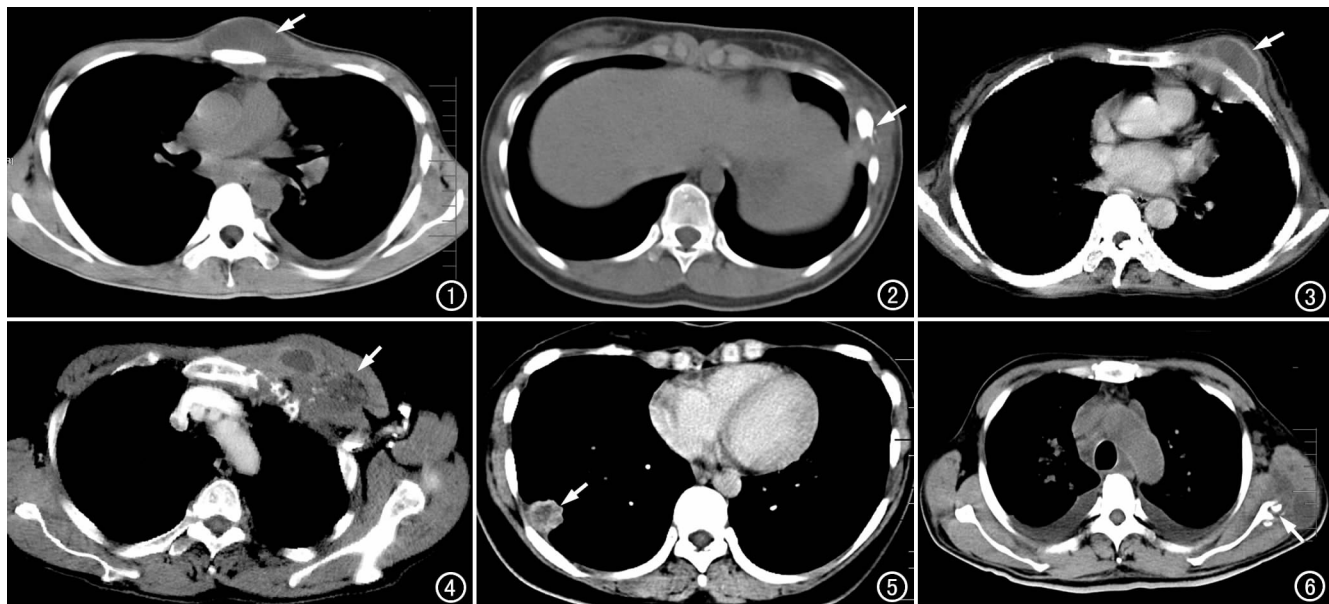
前胸壁 TB,CT 示胸骨前缘丘状囊性病变(箭),左侧胸膜增厚,少量胸腔积液。图 2 左侧胸壁 TB,CT 示左侧第 7 肋骨骨质破坏(箭),邻近软组织增厚并可见点状钙化。图 3 左前胸壁 TB,CT 示病变肋骨前端周围囊性病变呈环状强化(箭),乳腺受累。图 4 左前胸壁 TB,CT 示左前胸壁增厚(箭),增强后呈不均匀强化,左侧第 4 肋骨及肋软骨骨质破坏,胸壁全层受累。图 5 右侧胸壁 TB,CT 增强扫描示右侧胸腔内肿块呈不均匀边缘强化,中心呈低密度(箭)。图 6 两侧胸壁 TB,CT 示两侧侧胸壁软组织增厚,病变累及左肩胛骨,可见其边缘骨质破坏(箭),双侧胸水。
